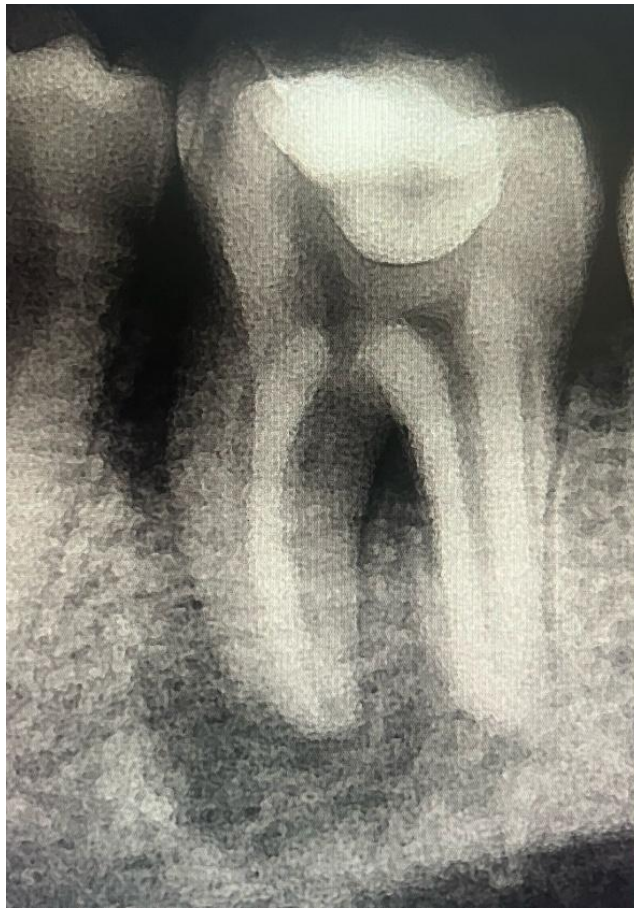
Диагностическая прицельная рентгенограмма зуба 3.6. Отмечается очаг разрежения костной ткани с нечеткими неровными контурами в периапикальной области зуба 3.6.
